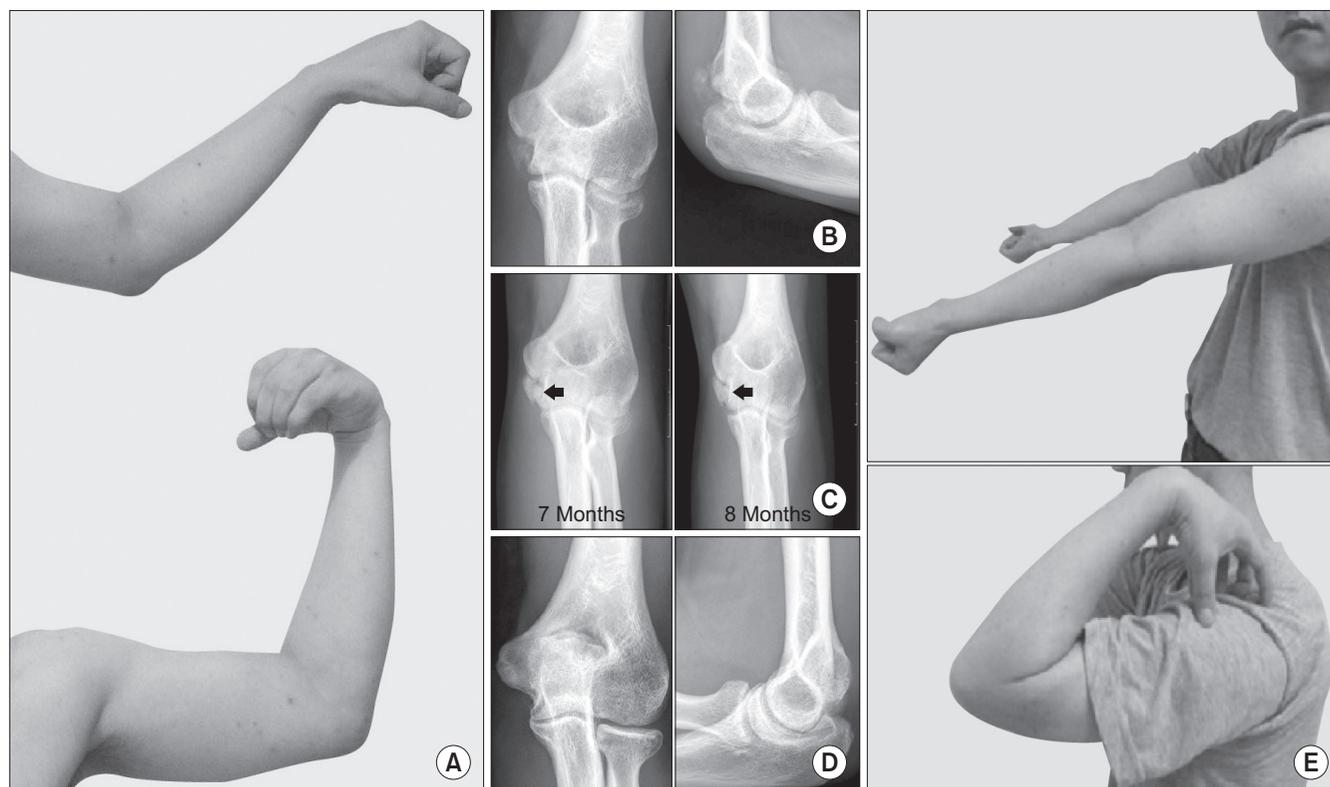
A 29-year-old male who received conservative treatment for a radial head fracture showed a heterotopic ossification with partial ankylosis around the elbow. (A) Preoperatively, he showed a flexion contracture of approximately 45 degrees and further flexion of approximately 85 degrees in his left elbow. (B) At three months after the injury, x-ray images showed a heterotopic ossification at the posterior and medial side of the elbow. (C) There was no change between x-ray images at month 7 and month 8 (arrows). (D) At 31 months after removal of the heterotopic ossification, follow-up x-ray images showed no evidence for a recurrence of heterotopic ossification. (E) At 31 months postoperatively, the range of motion was approximately 130 degrees compared to 40 degrees preoperatively.
